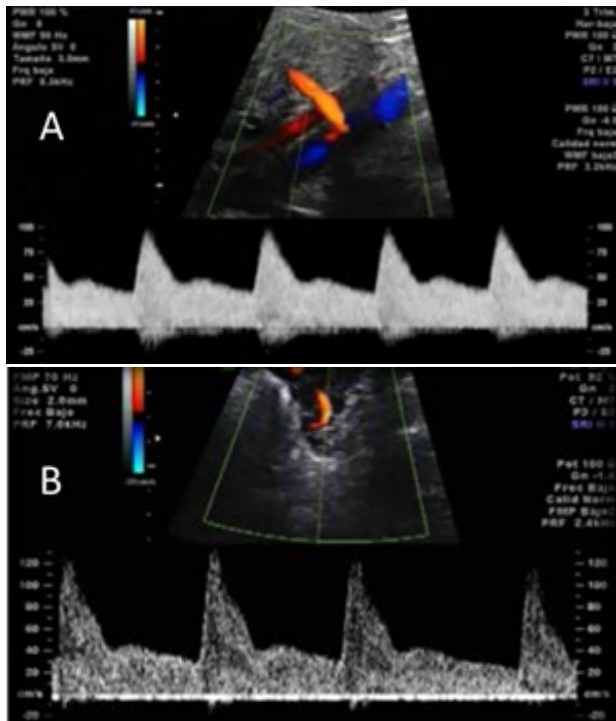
Ultrasonido *doppler* de arterias uterinas.
